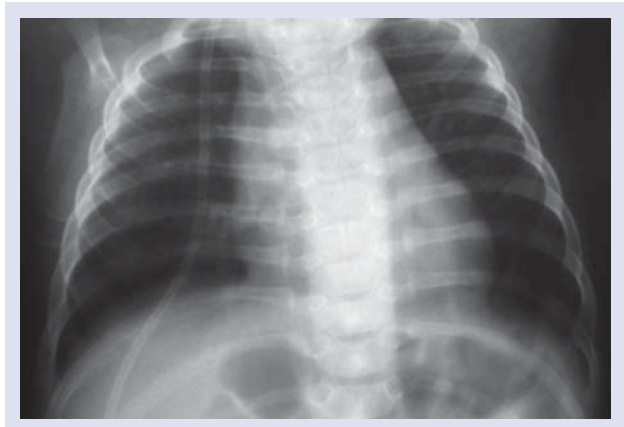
Рентгенограмма органов грудной клетки ребенка с синдромом Вильсона—Микити. Возраст 6 мес.
